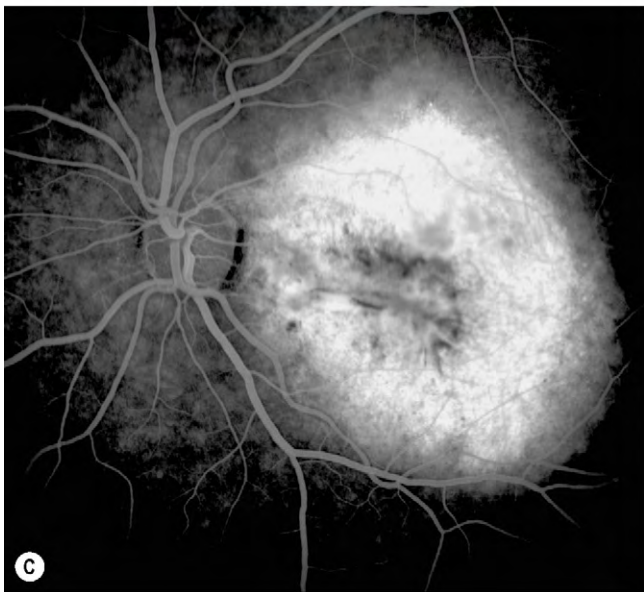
Osteoma coroideo. (A) Lesión yuxtapapilar precoz; (B) tumor de larga evolución con cambios del EPR suprayacente; (C) la fase tardía de la AGF muestra hiperfluorescencia moteada; (D) la AVI muestra hipofluorescencia; (E) la ecografía en modo B muestra una superficie anterior muy reflectiva y sombras orbitarias; (F) la TC axial muestra lesiones bilaterales que tienen la misma consistencia que el hueso.
